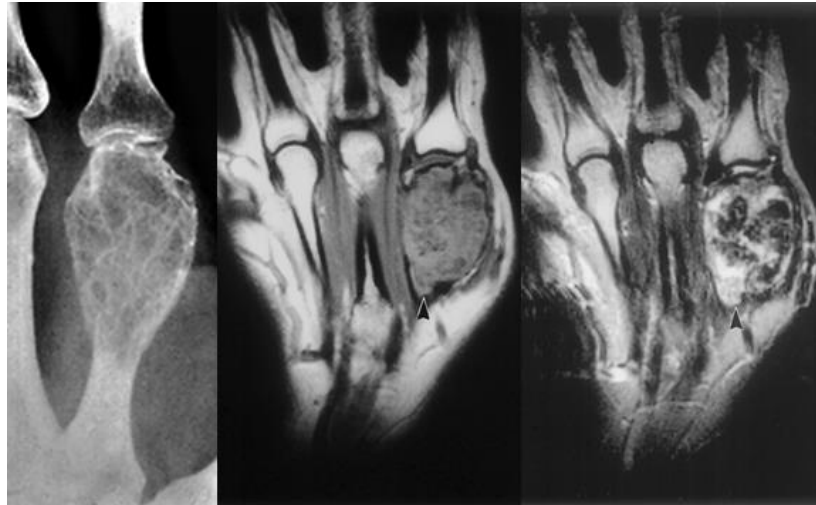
Гігантоклітинна пухлина дрібних кісток. Фрагмент рентгенограми II п'ясної кістки в прямій проекції і МРТ T1-, T233 у фронтальній площині (типова картина зображень) – визначається булавоподібна деформація та значне здуття проксимального епіметафіза за рахунок комірково-трабекулярної перебудови структури зі значним витонченням кортикального шару.
